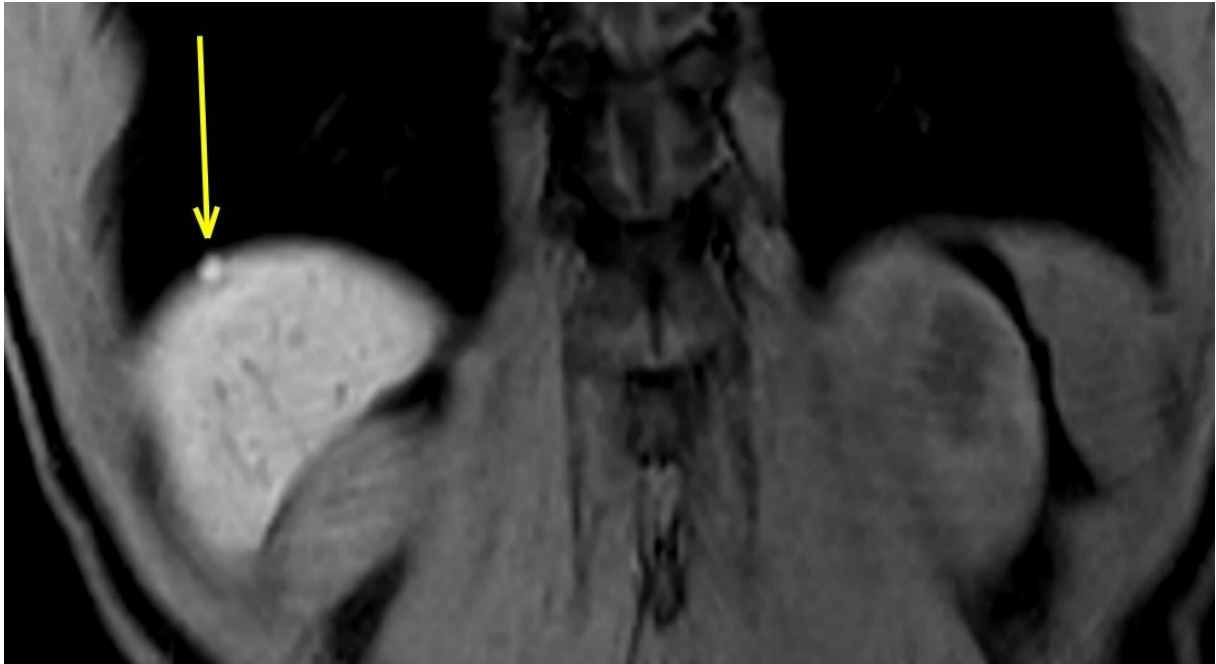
IRM séquence coronale diffusion montrant un nodule sus-hépatique en hypersignal (flèche jaune) : endométriose diaphragmatique.
